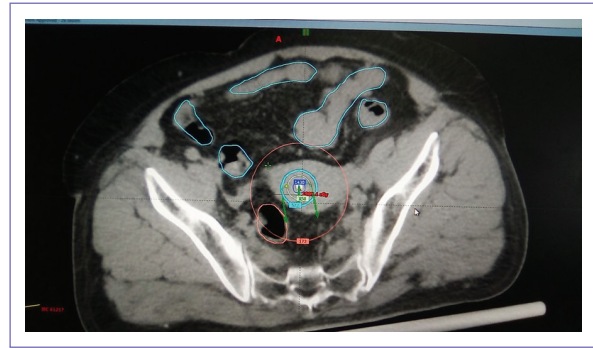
Corte axial de tomografía donde se aprecia sonda intrauterina y órganos de riesgo contorneados: naranja sigmoides y azul intestino.
